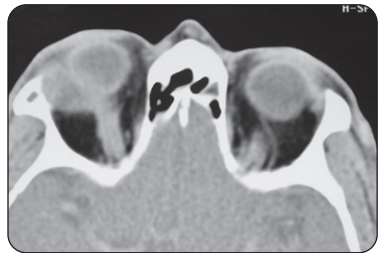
TDM en coupe axiale du même patient
